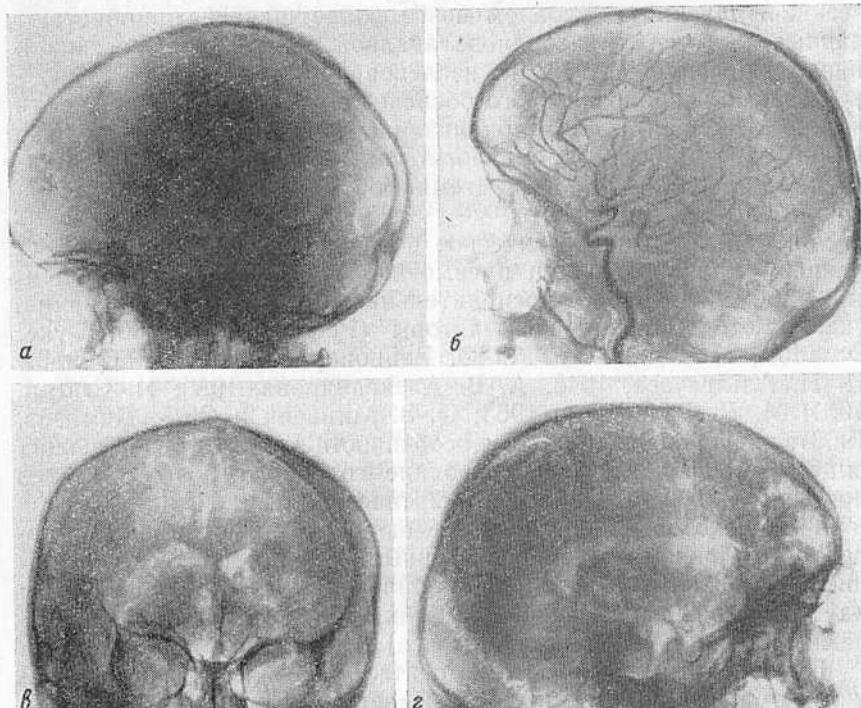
Рентгенограммы больной К., 14 лет, с очаговой эпилепсией воспалительной этиологии.
